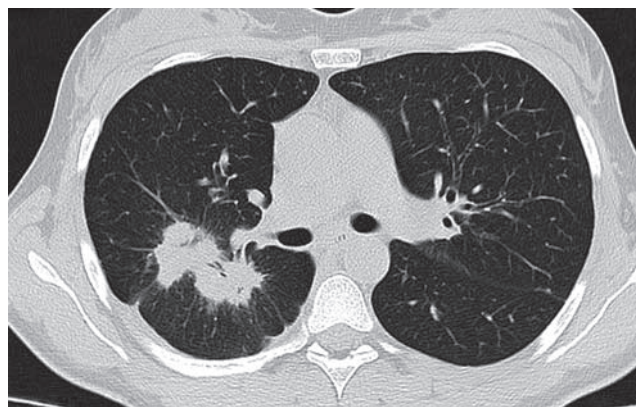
Компьютерная томография органов грудной клетки от 20.09.19. В  $C_3$  и  $C_6$  правого легкого сохраняются 2 инфильтративных фокуса размерами 25 (с распадом) и 17 мм, в окружающей легочной ткани определяются единичные очаги, в  $C_{10}$  слева – очаговая тень
